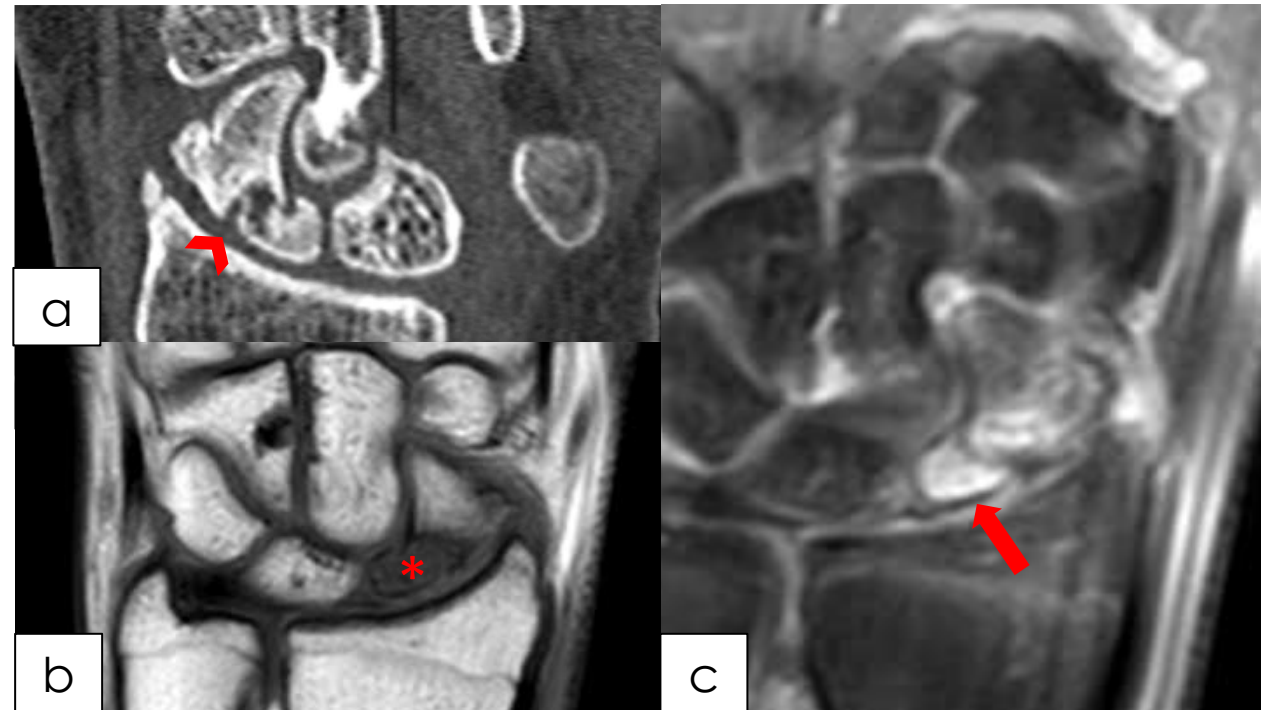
Paciente de 17 años diagnosticado de fractura de escafoides sin mejoría clínica tras tratamiento inmovilizador. En el estudio de TC (a) se aprecia una fractura oblicua completa del polo proximal del escafoides (punta de flecha), el cual se encuentra levemente impactado, sin que se observen puentes óseos, con esclerosis del polo proximal. En el estudio de RM, en secuencias T1 (b) el polo proximal era marcadamente hipointenso (asterisco). Si bien, mostraba realce tras la administración de contraste (c), siendo altamente sugestivo de pseudoartrosis.
